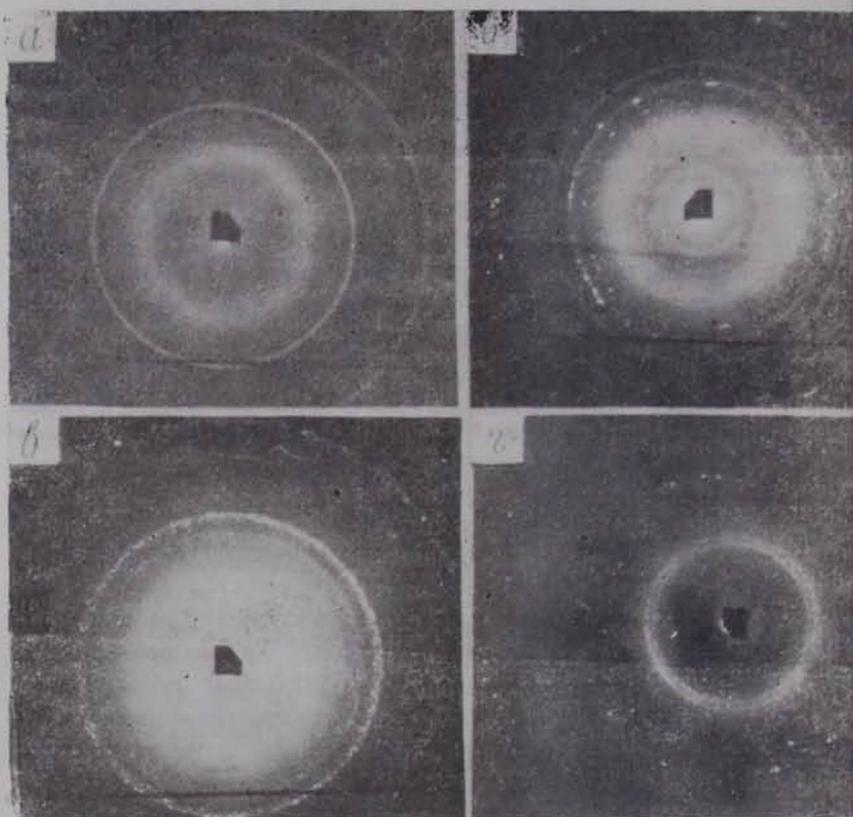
Рентгеновская дифракционная картина фосфолипидов а) эритроцитов донорской крови (контроль); б) эритроцитов крови больных инфарктом миокарда на 10-й день после начала болезни, в) плазмы донорской крови, г) плазмы крови больных инфарктом миокарда на 8-10-й день после начала болезни.
